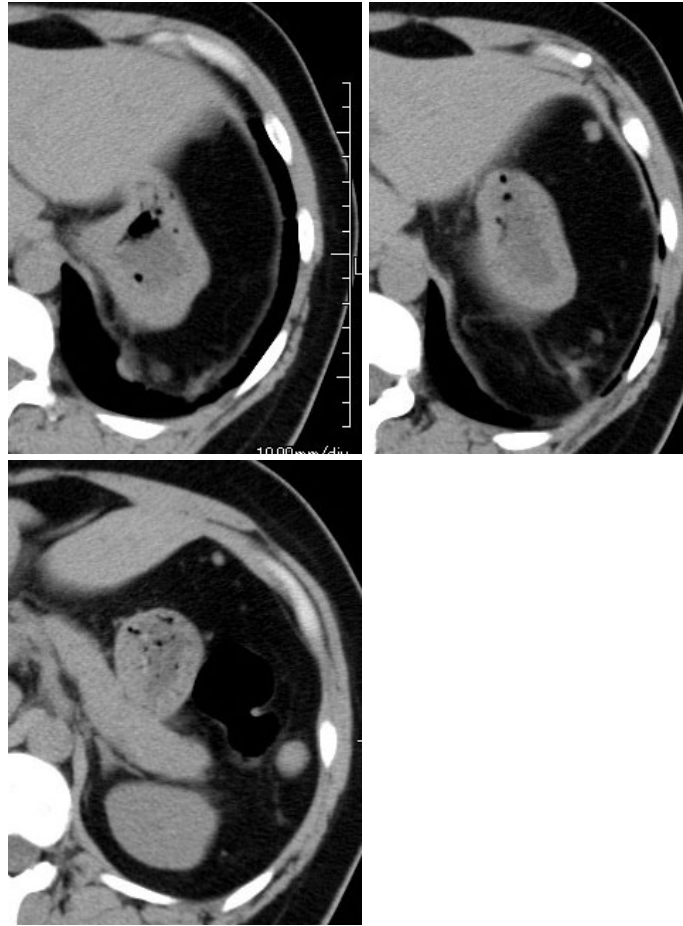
上腹部 CT 画像. 正常な脾臓は認められない. 横隔膜をはさんで上下に腫瘤と, 腹腔内に複数の小腫瘤を認める.
